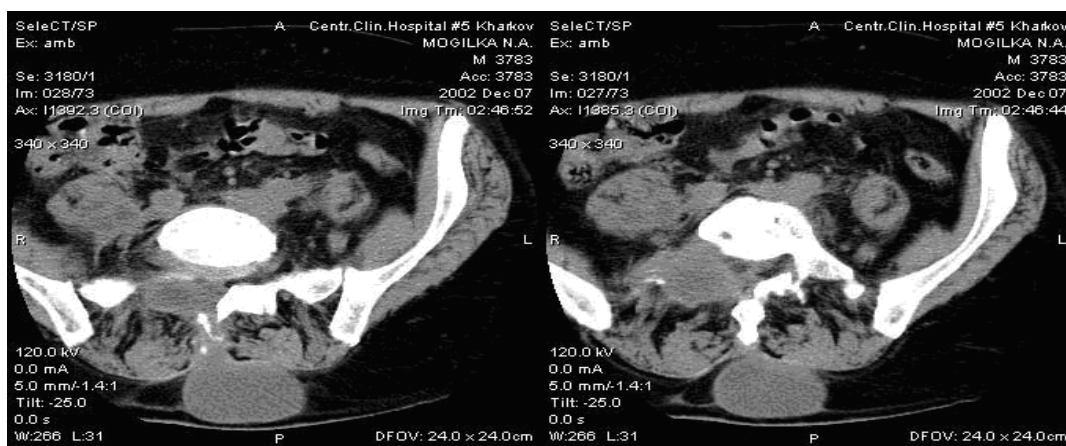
КТ пацієнта М., і/хв. № 3445. Візуалізація напливного абсцесу при задньому ТС
